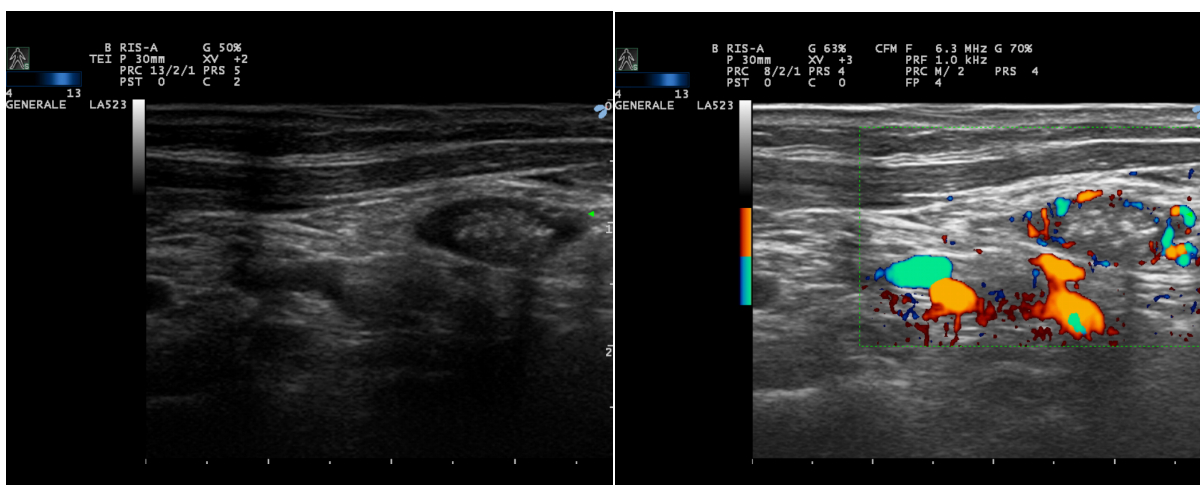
Ecocolordoppler 24 ore post-trattamento: alterazione strutturale della lesione (immagine sinistra) ed evidenza di marcata riduzione della vascolarizzazione intra-lesionale (immagine destra).
